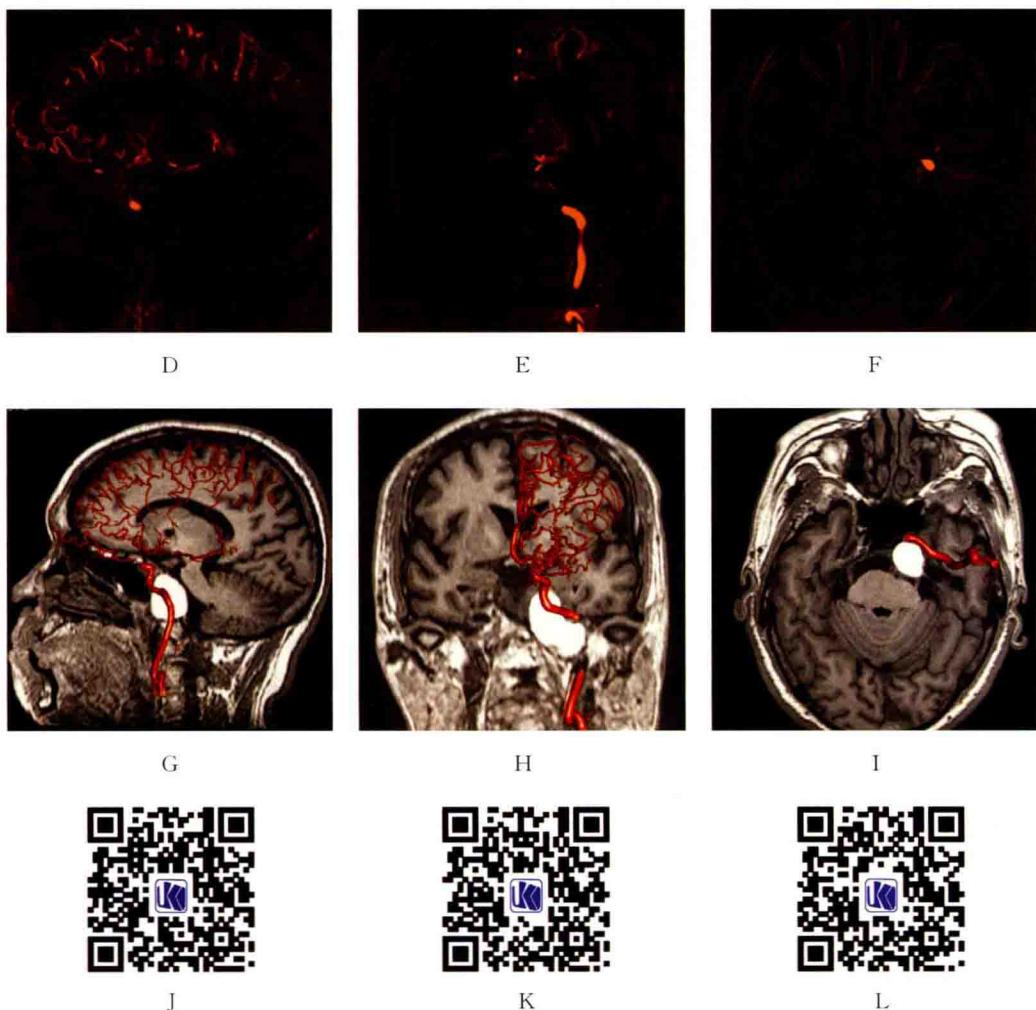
MRI 与 3D-DSA 图像融合
